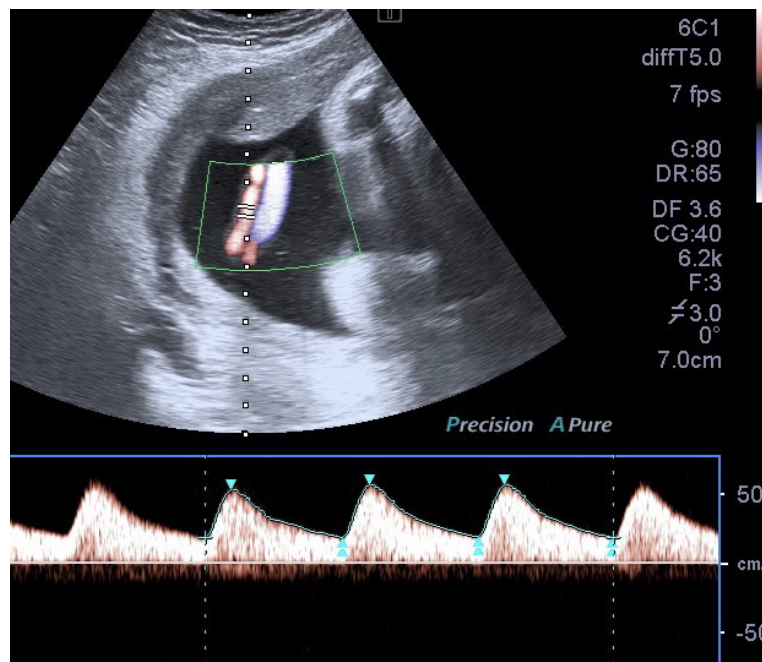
Estudio Doppler de la arteria umbilical.
